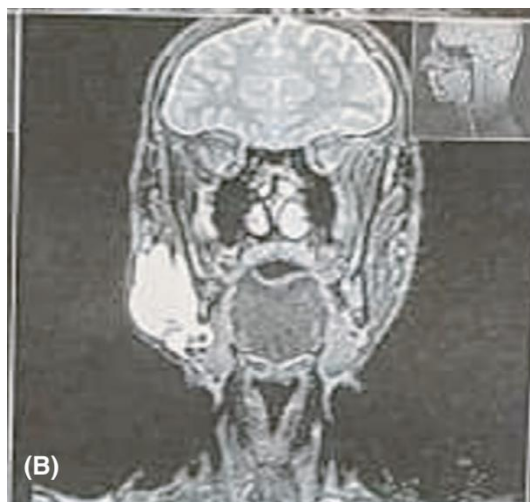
IRM de la calcification du masseter droit(14)
